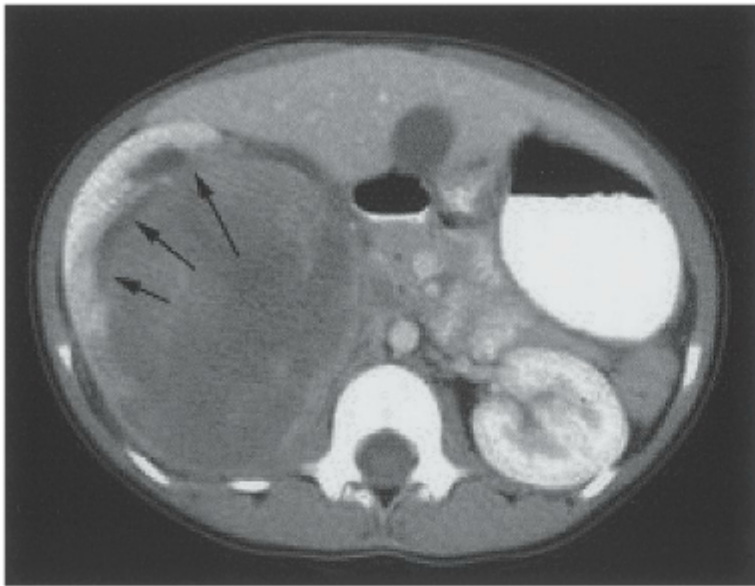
Cintilografia por TC de um tumor de Wilms envolvendo o rim direito. Na periferia do tumor, observam-se remanescentes do rim funcional restante (*setas*).
